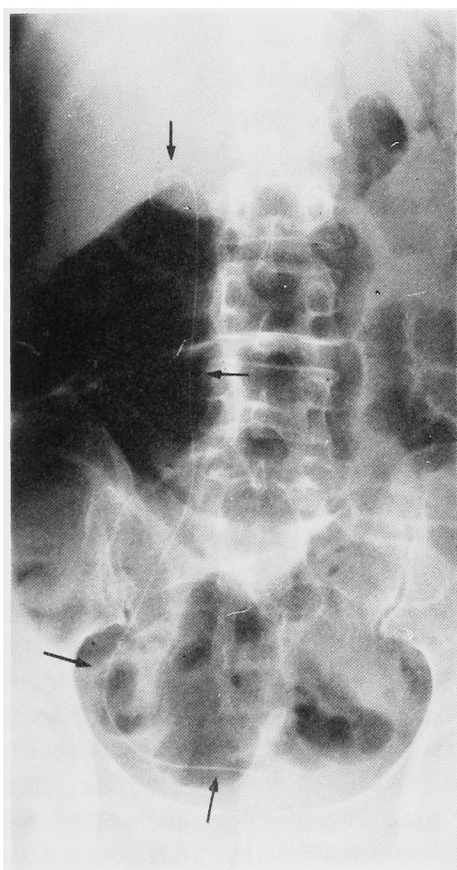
A. Plain film right before removing the catheter (arrows)
